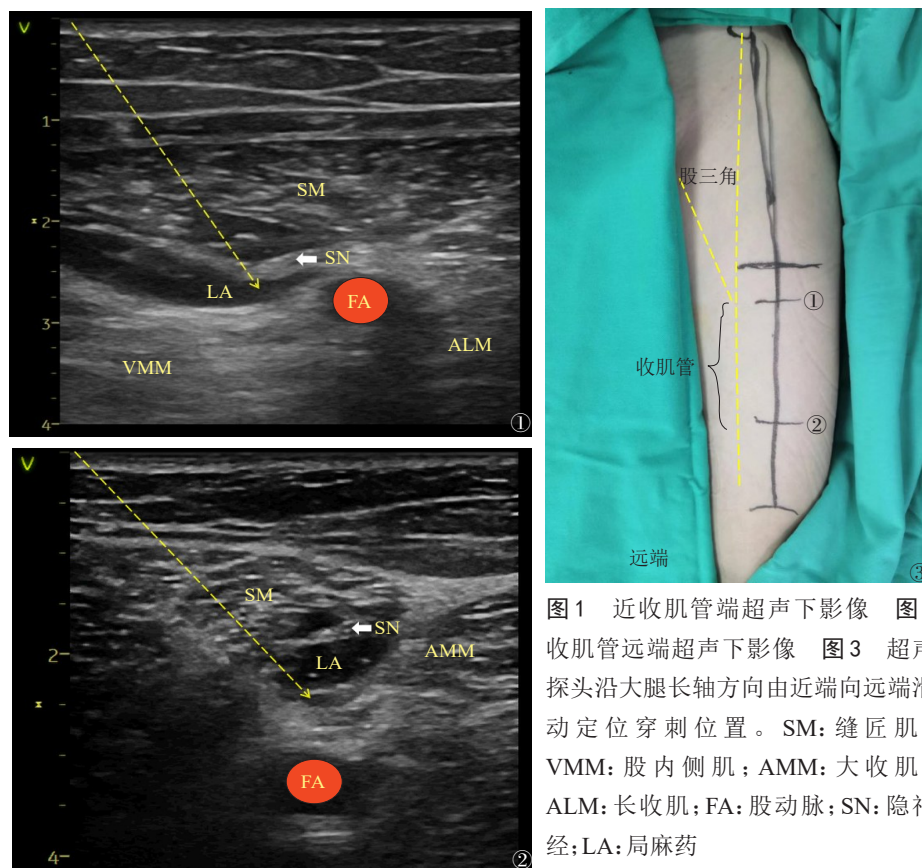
近收肌管端超声下影像 图2 收肌管远端超声下影像 图3 超声探头沿大腿长轴方向由近端向远端滑动定位穿刺位置。SM: 缝匠肌; VMM: 股内侧肌; AMM: 大收肌; ALM: 长收肌; FA: 股动脉; SN: 隐神经; LA: 局麻药
